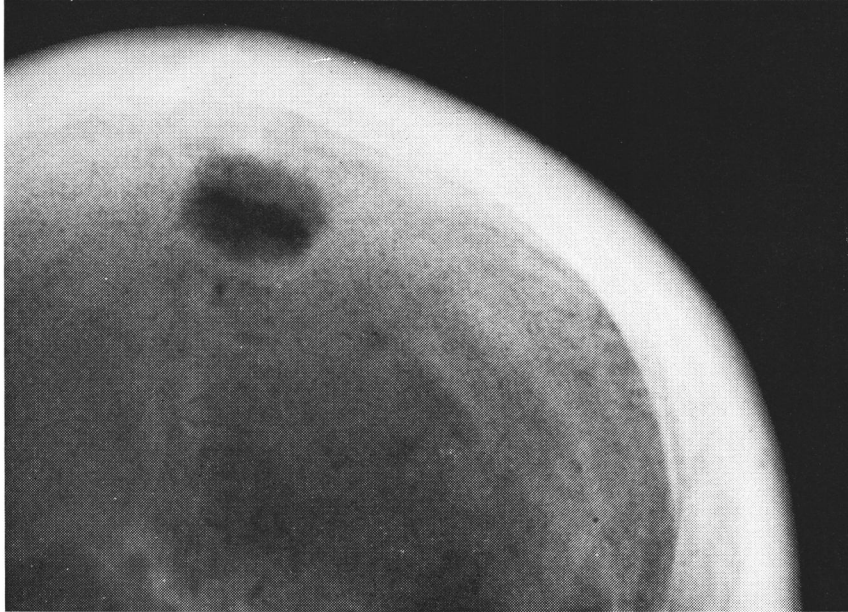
Crâne de Hinga. Radiographie de la région frontale (projection antéro-postérieure).
